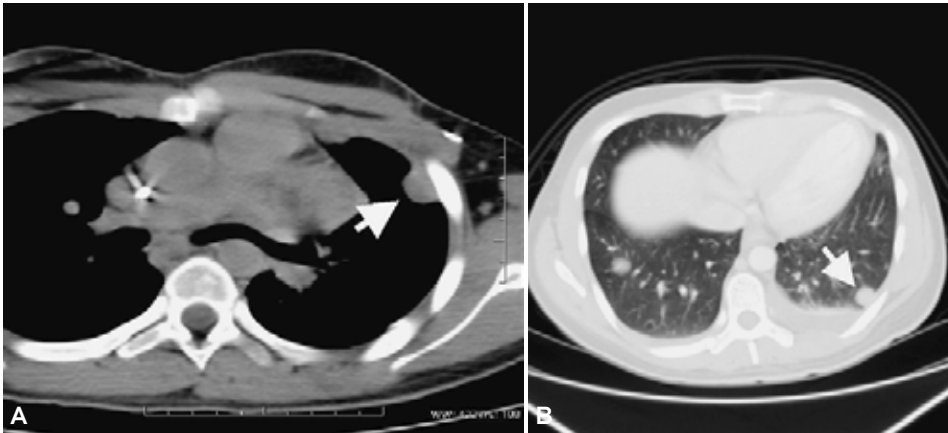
TC que muestra nódulo metastático en el pulmón izquierdo en dos diferentes pacientes (flechas) (Cortesía Dr. JL Criales. CT Scanner Sur, México, D.F.).
